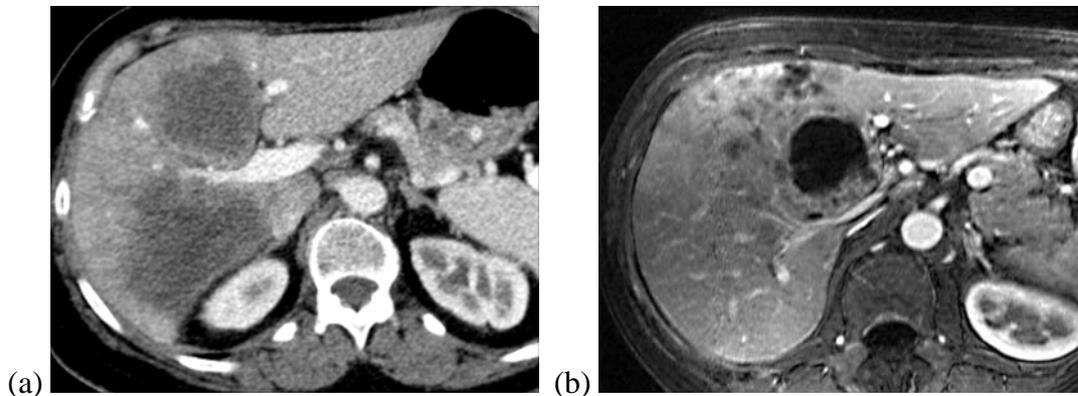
Wichtige präoperative bildgebende Verfahren. (a) Typische CT-Schicht als Grundlage der Therapieplanung in der Leberchirurgie. Durch die Kontrastmittelgabe sind die Gefäße gut zu erkennen. Die zwei dunklen Bereiche stellen Lebermetastasen dar. (b) Typische MRT-Aufnahme mit hoher Aussagefähigkeit bei der Differenzierung von Leberparenchym. Der dunkle kreisförmige Bereich kennzeichnet eine FNH.
